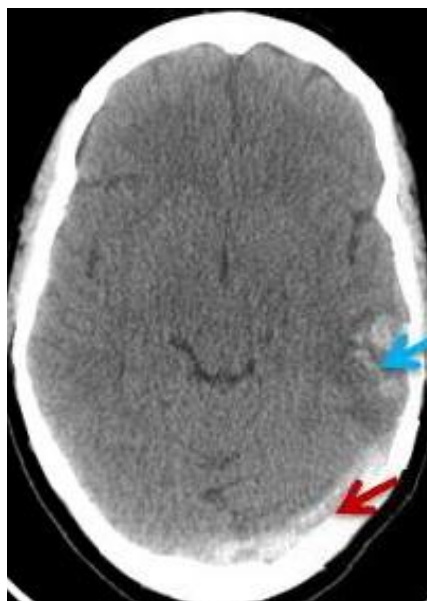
TDM cérébrale sans contraste en coupe axiale objectivant une hyperdensité spontanée du SL gauche → avec un infarctus hémorragique temporal homolatéral→.
